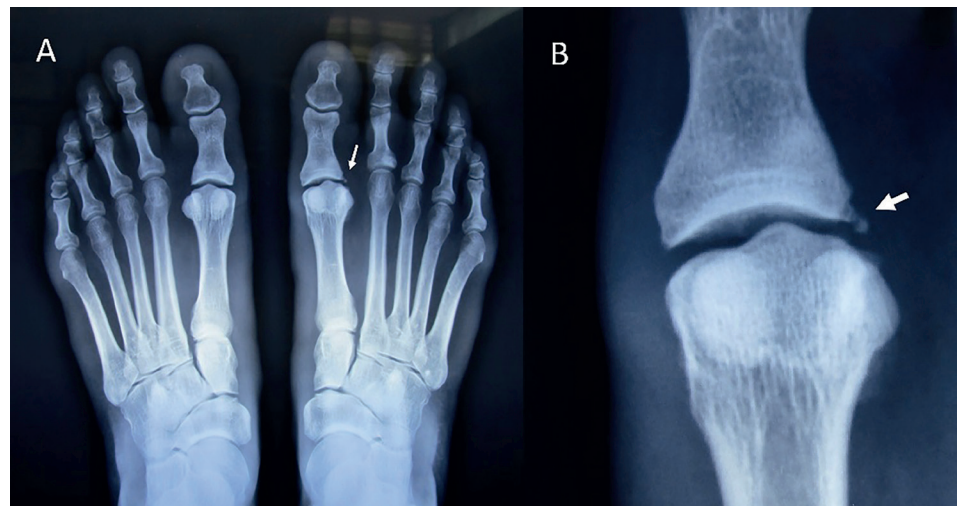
Radiografía simple de ambos pies con apoyo
